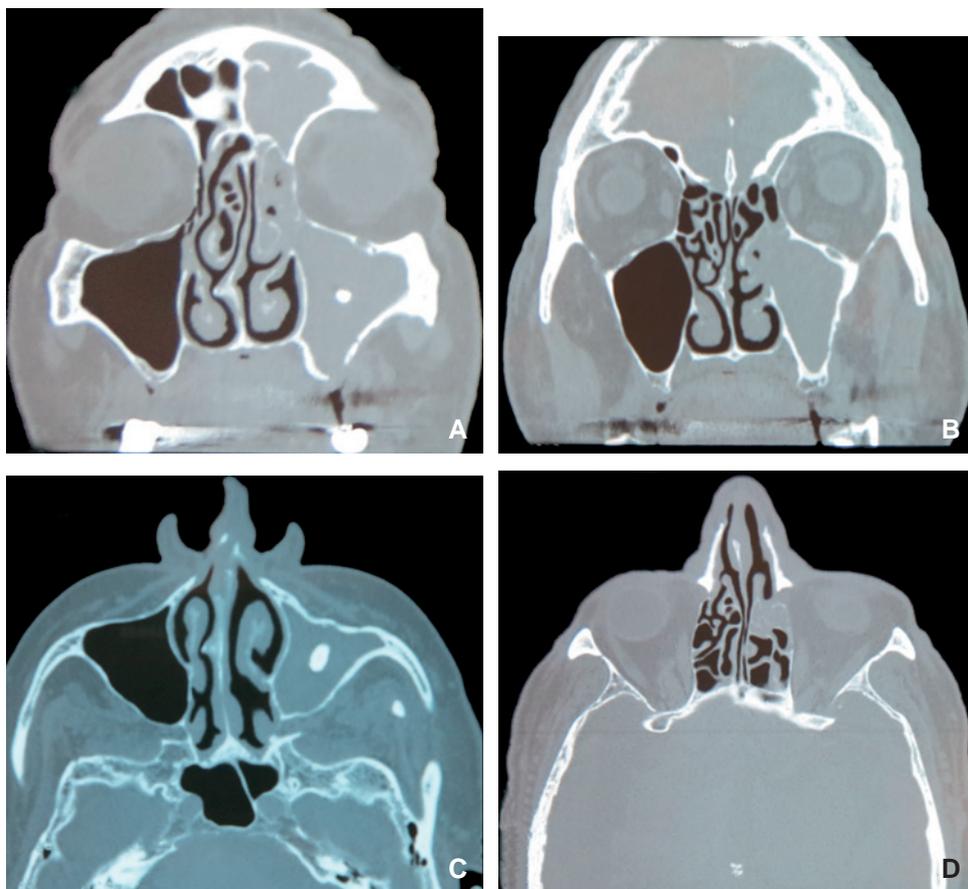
Rinosinusite acuta infettiva di origine dentaria. TC dei seni che mostra un riempimento completo dei seni anteriori sinistri, un frammento dentario intramascellare, così come una comunicazione orosinusale postestrazione dentaria (A-D).
